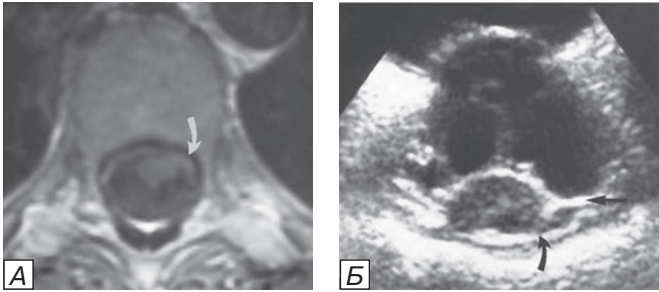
Случай спонтанной трансдуральной миграции секвестра грыжи диска Т7-Т8. Слева аксиальный срез МРТ в Т1-режиме (секвестр отмечен стрелкой), справа аналогичный интраоперационный скан УЗИ в аксиальной плоскости (прямая стрелка — ТМО, изогнутая стрелка — секвестр).
